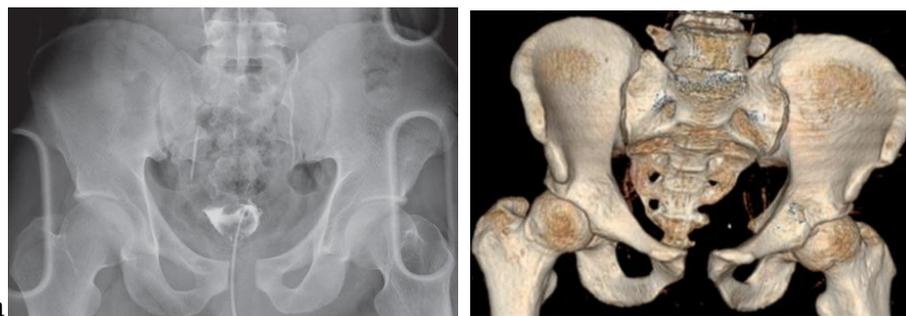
a-b - Frattura da compressione antero-posteriore tipo I. (a) Proiezione AP e (b) ricostruzione TC 3D che mostrano diastasi della sinfisi pubica < 2,5 cm.
